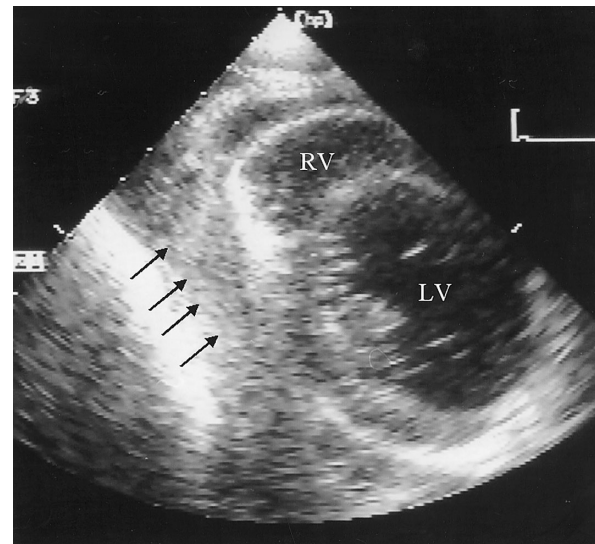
Echocardiogram on the day after cardiac centesis
